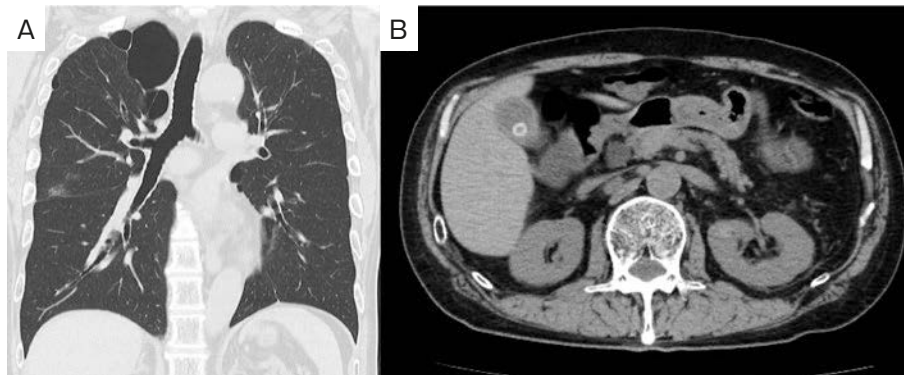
Chest (A) and abdominal (B) computed tomography findings. A small ground glass nodule in the right upper lobe and stones in the gallbladder were found. However, there was no evidence of infection.
